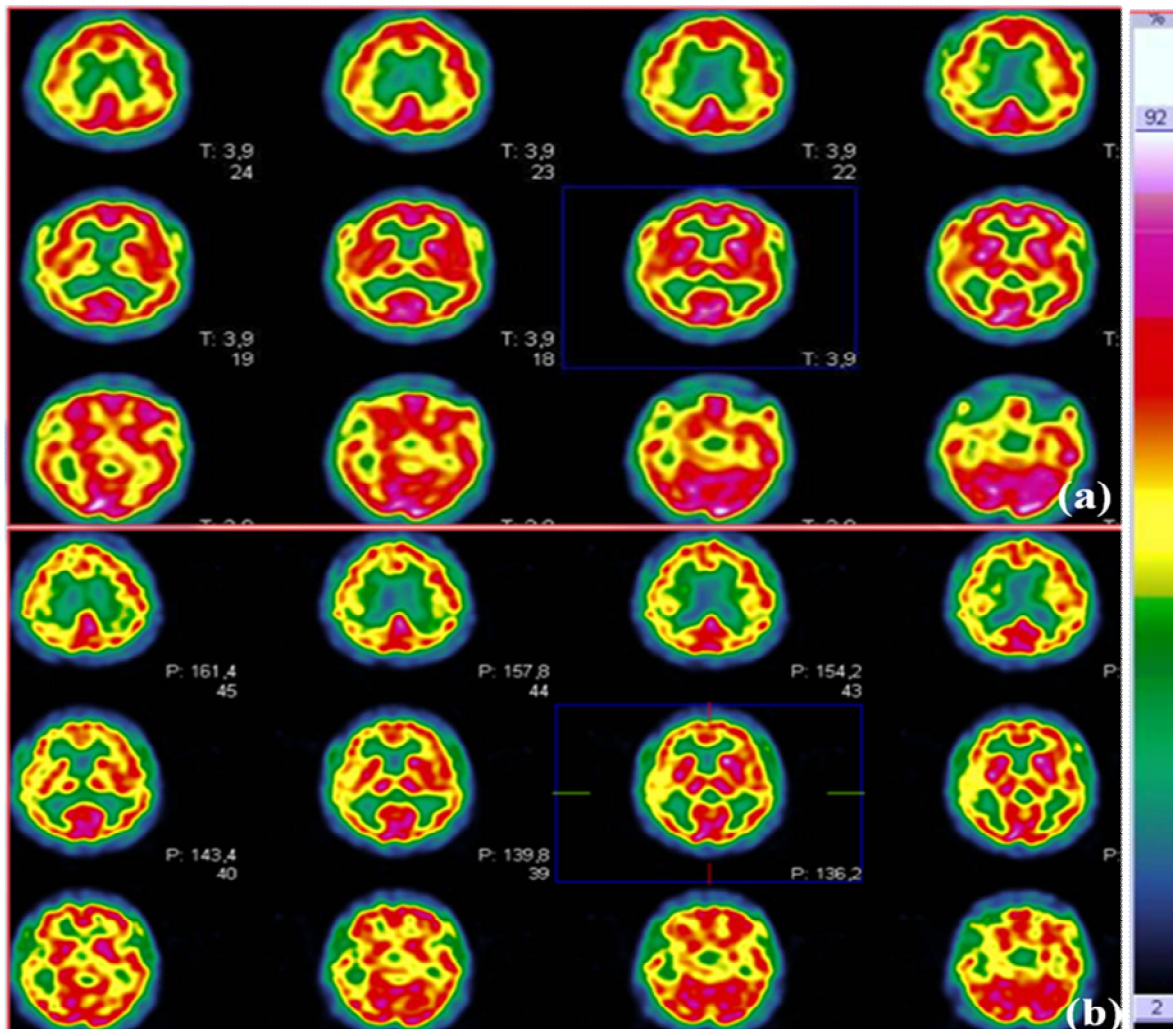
tomoscintigraphie cérébrale de perfusion avec correction de l'atténuation par méthode non uniforme (a) et par la méthode de Chang (b) chez un patient suspect de MA
